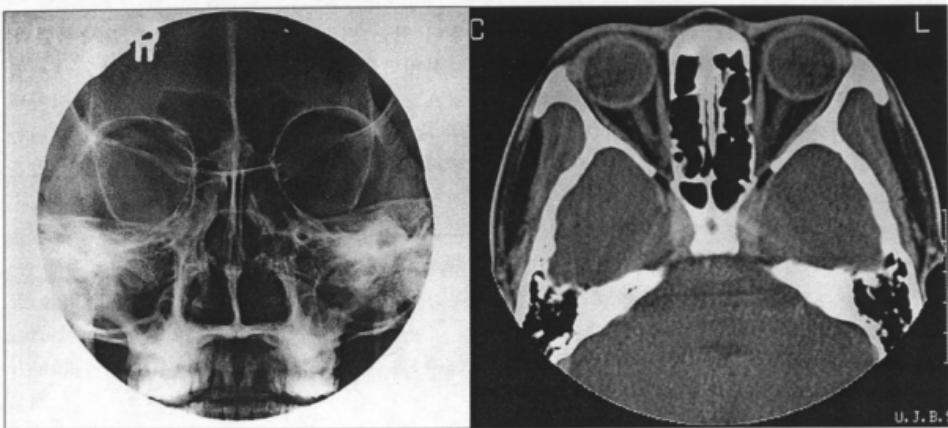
False positive ; Caldwell's view shows hazy ethmoid sinus, but axial CT in the same patient demonstrates normal ethmoid air cells.
